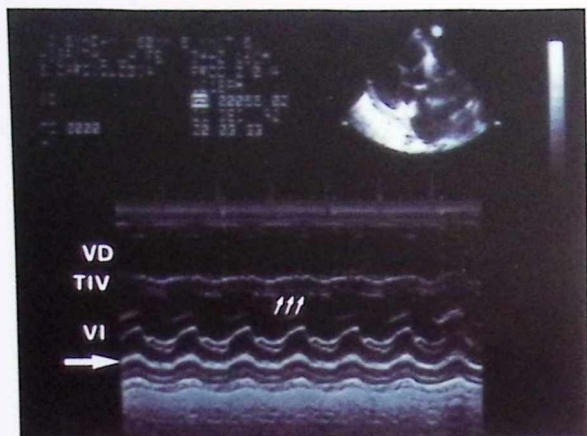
Ecocardiograma en modo M de un paciente trasplantado en donde se observa, en un corte paraesternal longitudinal, el engrosamiento del pericardio posterior (flecha), así como la presencia de un movimiento septal paradójico (flechas). Abreviaturas: TIV: tabique interventricular. Resto como figura anterior.
